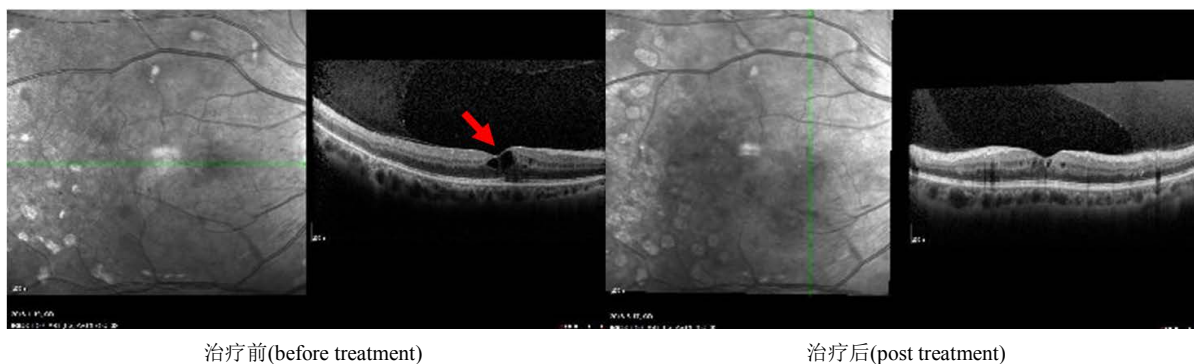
Therapeutic effect of photocoagulation on pre-proliferative diabetic retinopathy (PPDR) shown by optical coherence tomography (OCT). The results show the reduced retinal edema after being treated with pan-photocoagulation (arrow points the retinal edema)
